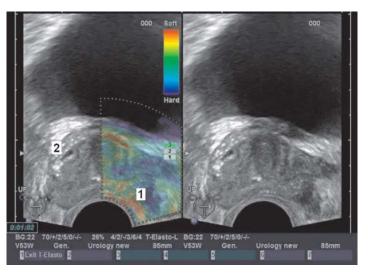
ТРУЗИ + СЭГ предстательной железы: 1 — опухоль с инвазивным ростом в капсулу предстательной железы; 2 — капсула предстательной железы
